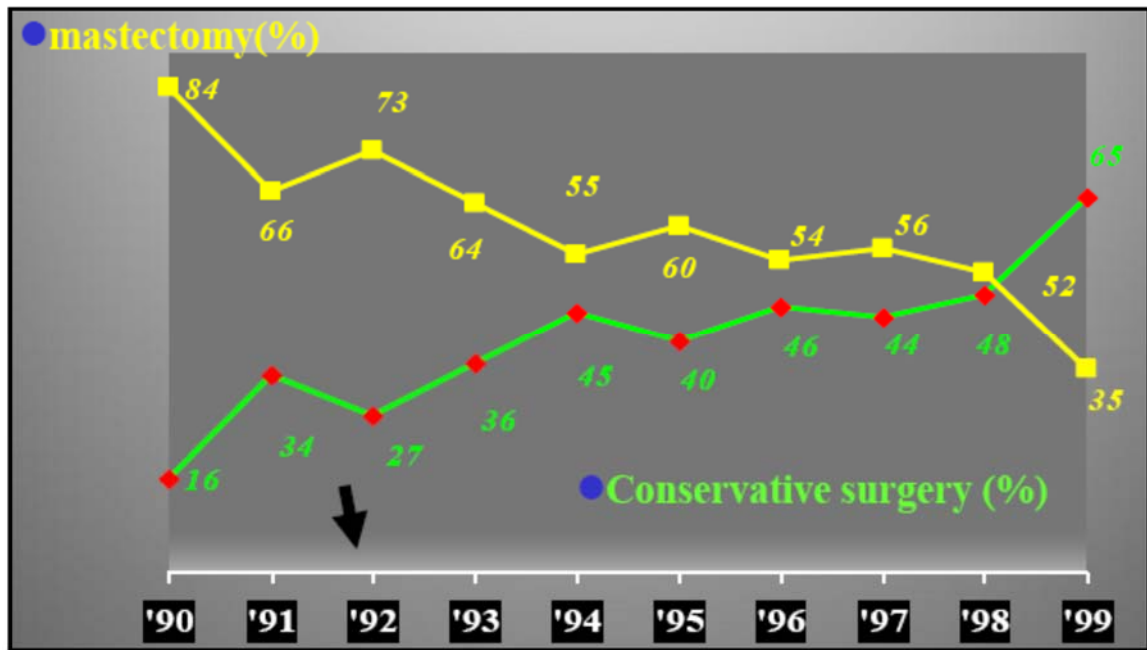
Tasa comparativa de cirugía conservadora vs Mastectomía tras diagnóstico con RMN (DEU ANYS DE CÀNCER DE MAMA UDIAT-CENTRE DIAGNÒSTIC, SA)
